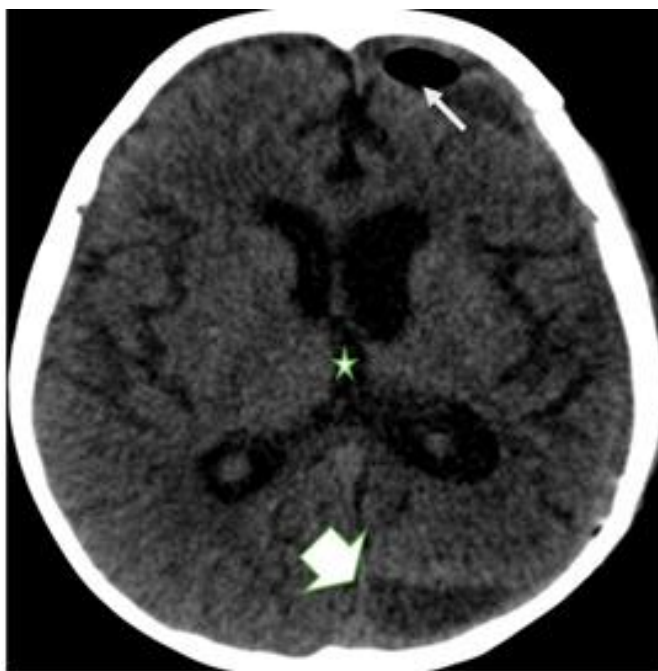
Tomografía de cráneo en fase simple, corte axial, se observa en región frontal izquierda imagen globular de bordes definidos con índice de atenuación aire en relación a neumocéfalo (flecha delgada). En región occipital izquierda se identifica colección en probable relación a colección residual (flecha gruesa). Se observa desviación de la línea interhemisférica, (estrella).
